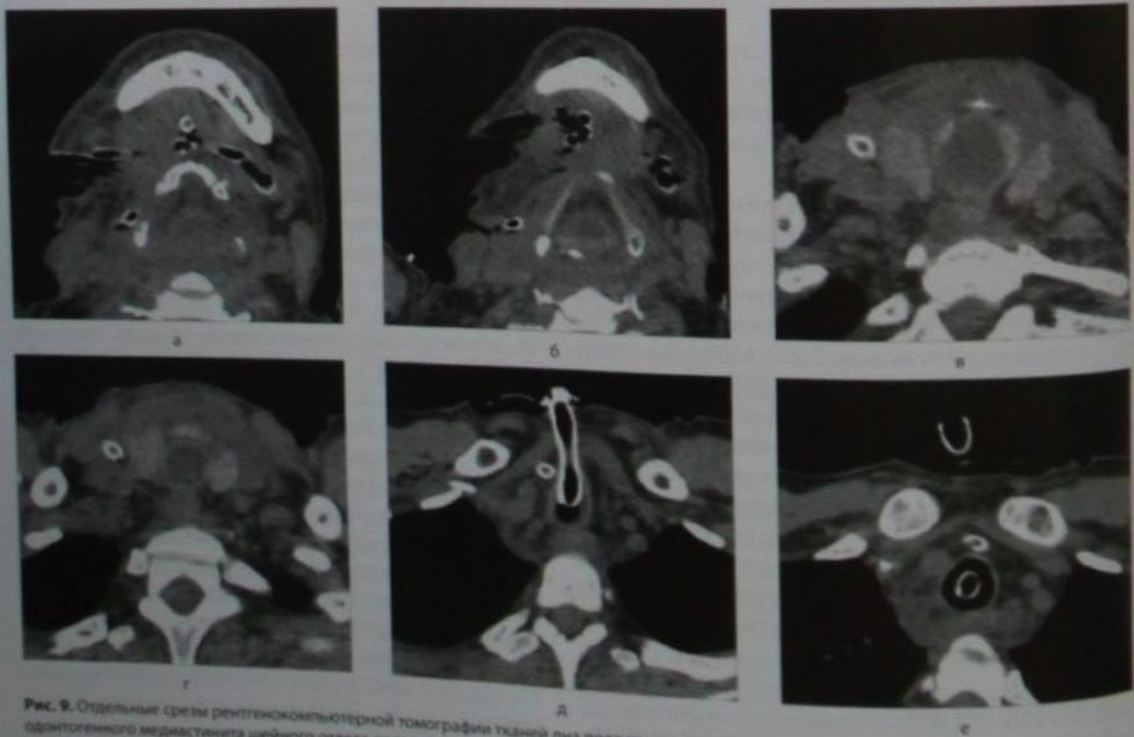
Отдельные срезы рентгенокомпьютерной томографии тканей дна полости рта, шеи и средостения при развитии переднего одонтогенного медиастинита шейного отдела средостения: а) на уровне тканей дна полости рта, шеи и средостения при развитии переднего гортани; б) на уровне тканей дна полости рта и подъязычной кости; в) – г) на уровне нижних отделов клетчаточных пространств передней области шеи и шейного отдела средостения; д) на уровне трахеостомы; е) на уровне нижних отделов клетчаточных пространств передней области шеи и шейного отдела средостения.
